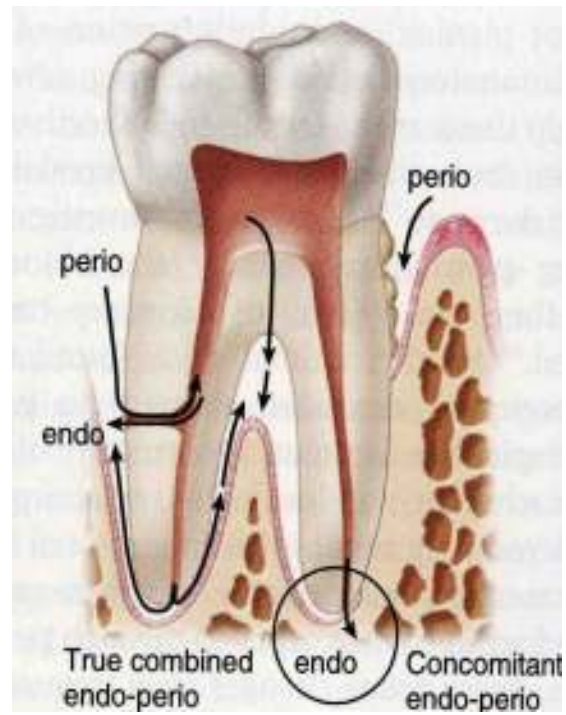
Vías de contaminación y radiografía. ^{1,7,15}
